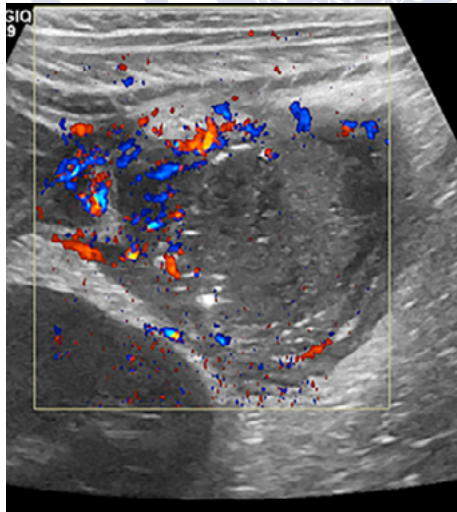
Ecografía Doppler color de apendicitis perforada que muestra colección abscesificada en cuadrante inferior derecho. Fuente: Riedesel EL., et al., *Pediatr Radiol*, 2019;49(13):1726-34. Reproducida bajo licencia de Springer Nature.
